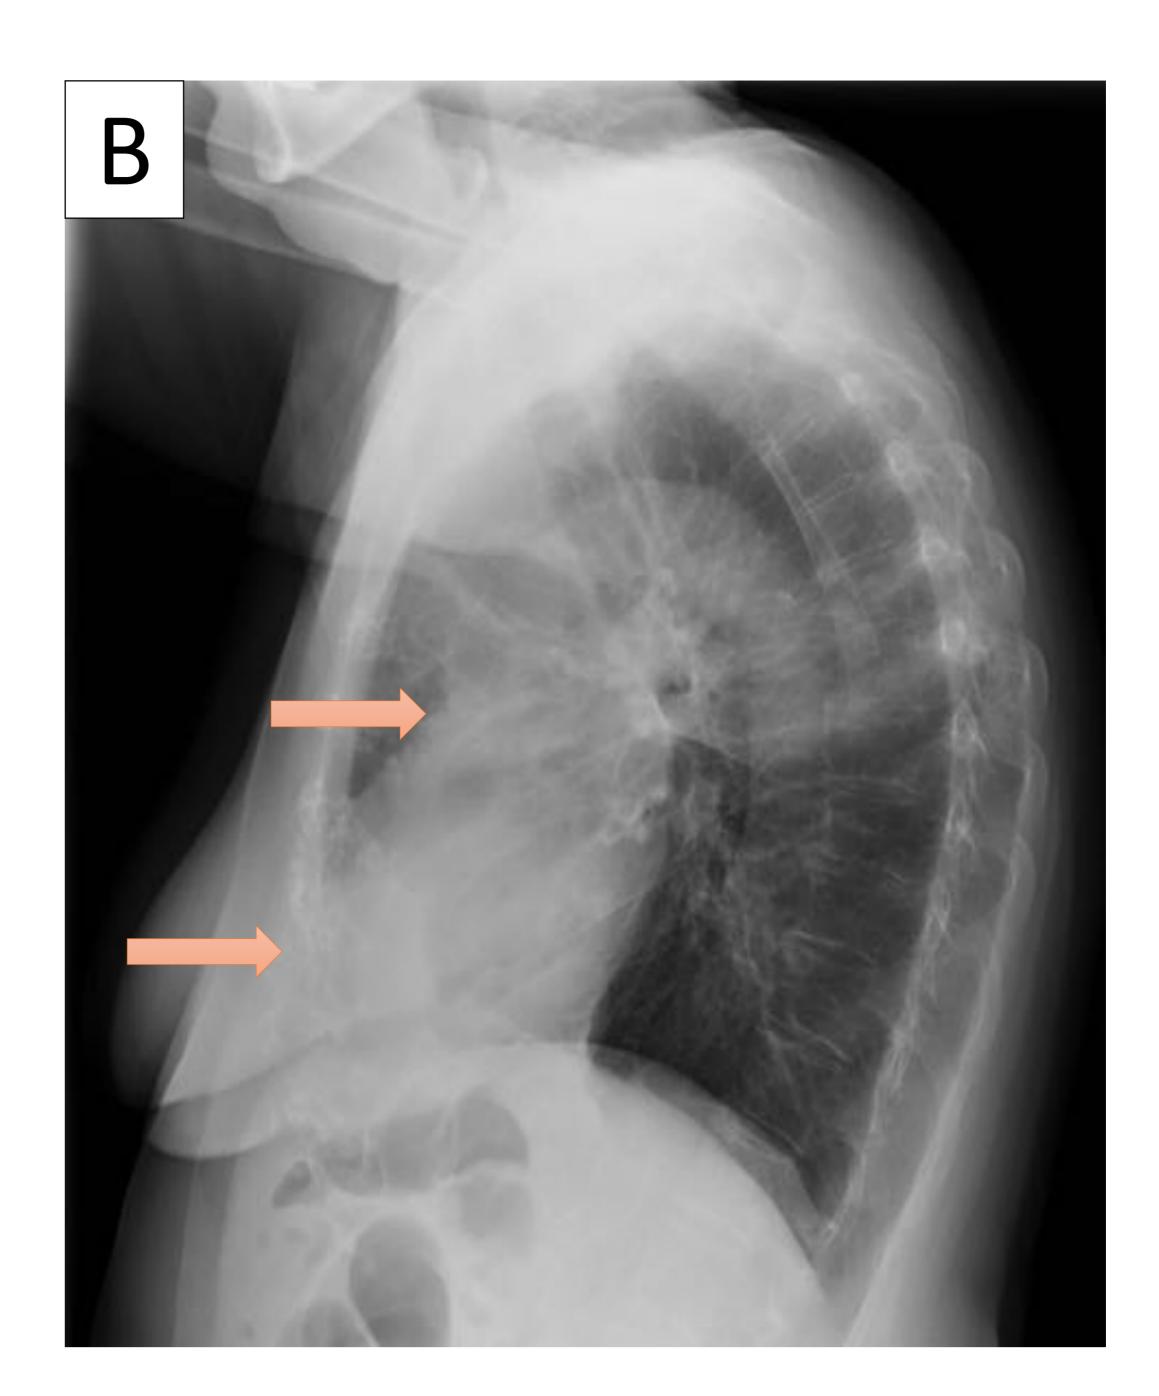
Radiografía de tórax realizada a los 3 meses de finalizar la radioterapia en una paciente intervenida por tumorectomía por cáncer de mama. A) Proyección postero-anterior. Se observan opacidades pulmonares en los campos pulmonares medios e inferiores derechos, que en la proyección lateral (B) se localizan en los márgenes anteriores del lóbulo superior y medio.
